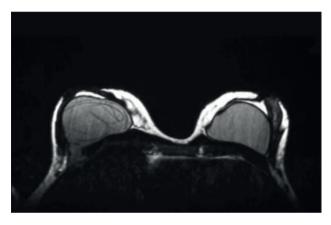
Resonancia magnética. Rotura intracapsular y extracapsular que muestra siliconas libres. (Gentileza Dr. Román Rostagno).
